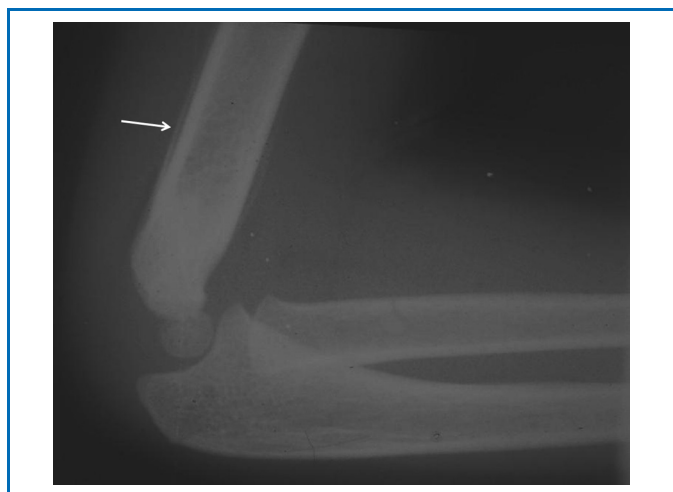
Radiographie du coude de profil : appositions périostées à distance d'une fracture supracondylienne de stade 1.
